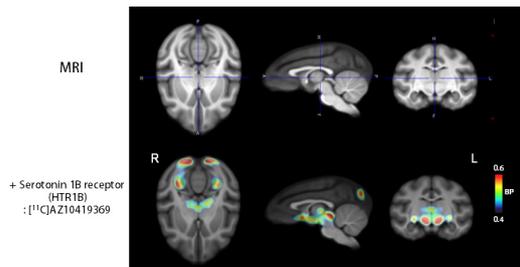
脳内の HTR1B 特異的リガンドを用いたアカゲザルの PET 画像
